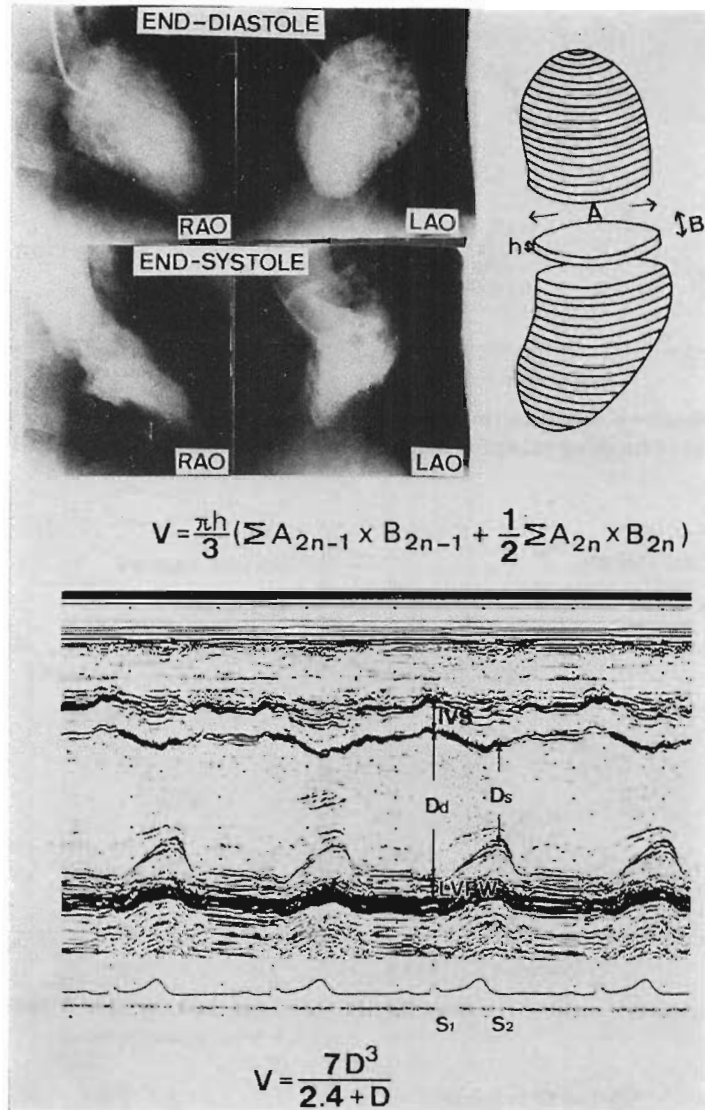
Methods of determination of left ventricular volumes by angiography and echocardiography.
